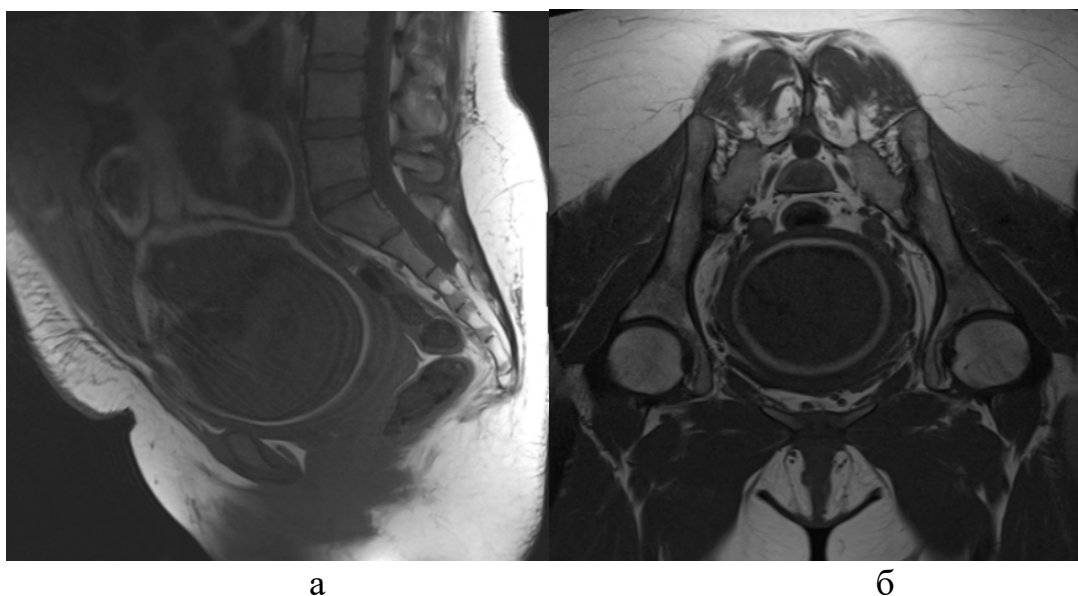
Пациентка М., 38 лет (И/б 379/АК2022), срок гестации 38 недель. МР-томограммы таза беременной в сагиттальной (а) и косо-аксиальной плоскостях (б) для МР-пельвиометрии, T1 TSE
